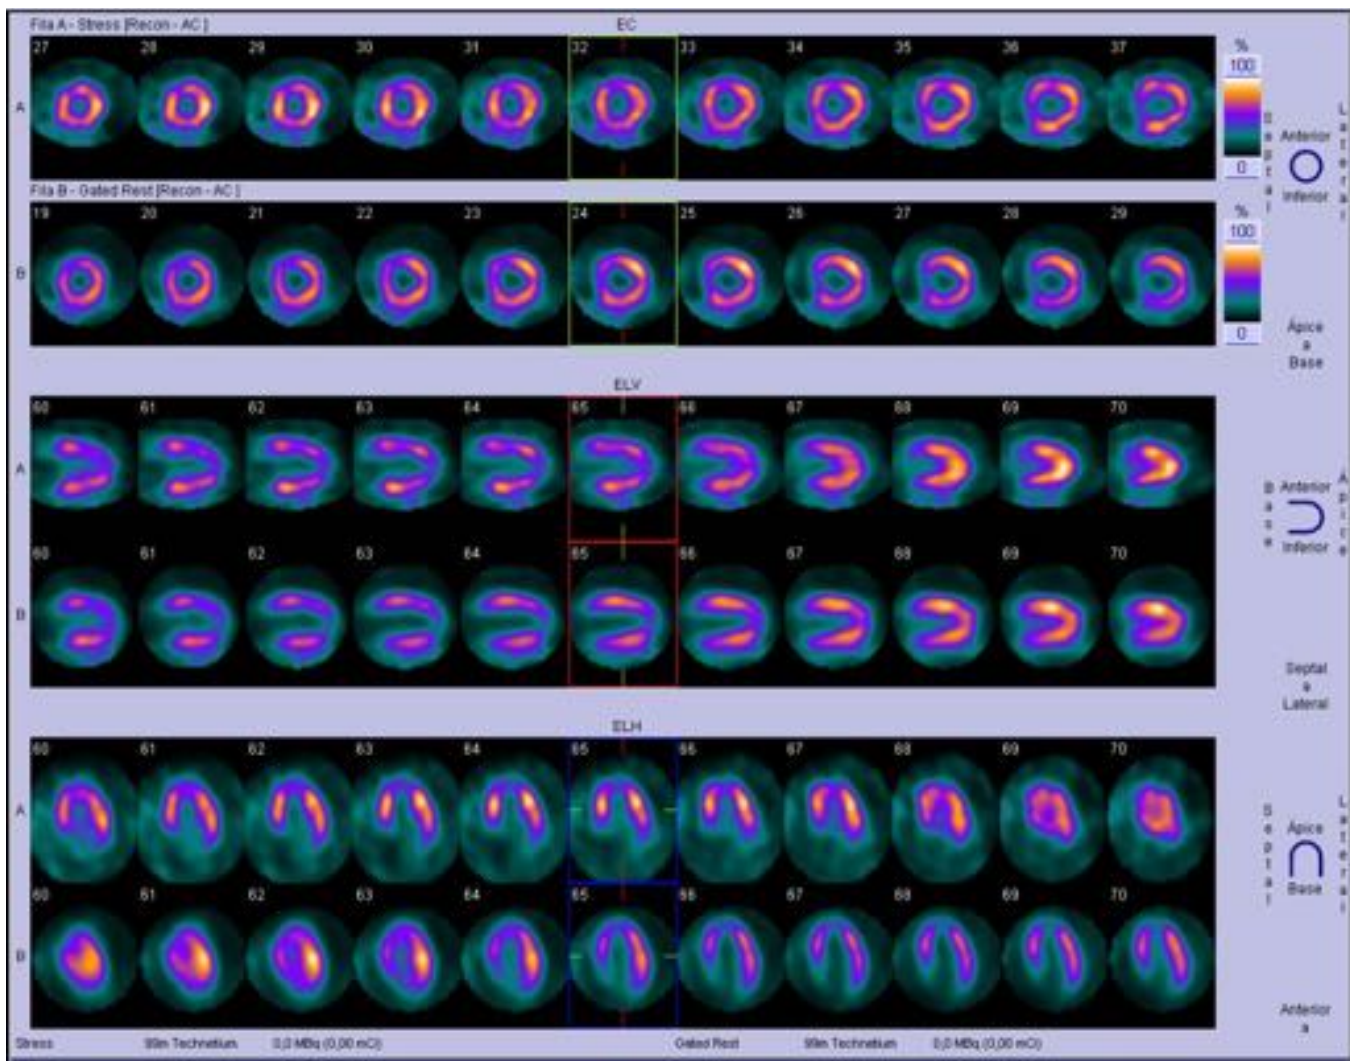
Obesidad con lesiones isquémicas en cara anterior y apical. Estudio con corrección de atenuación del diafragma, que se corrige con TC, mostrando cara inferior no patológica.
